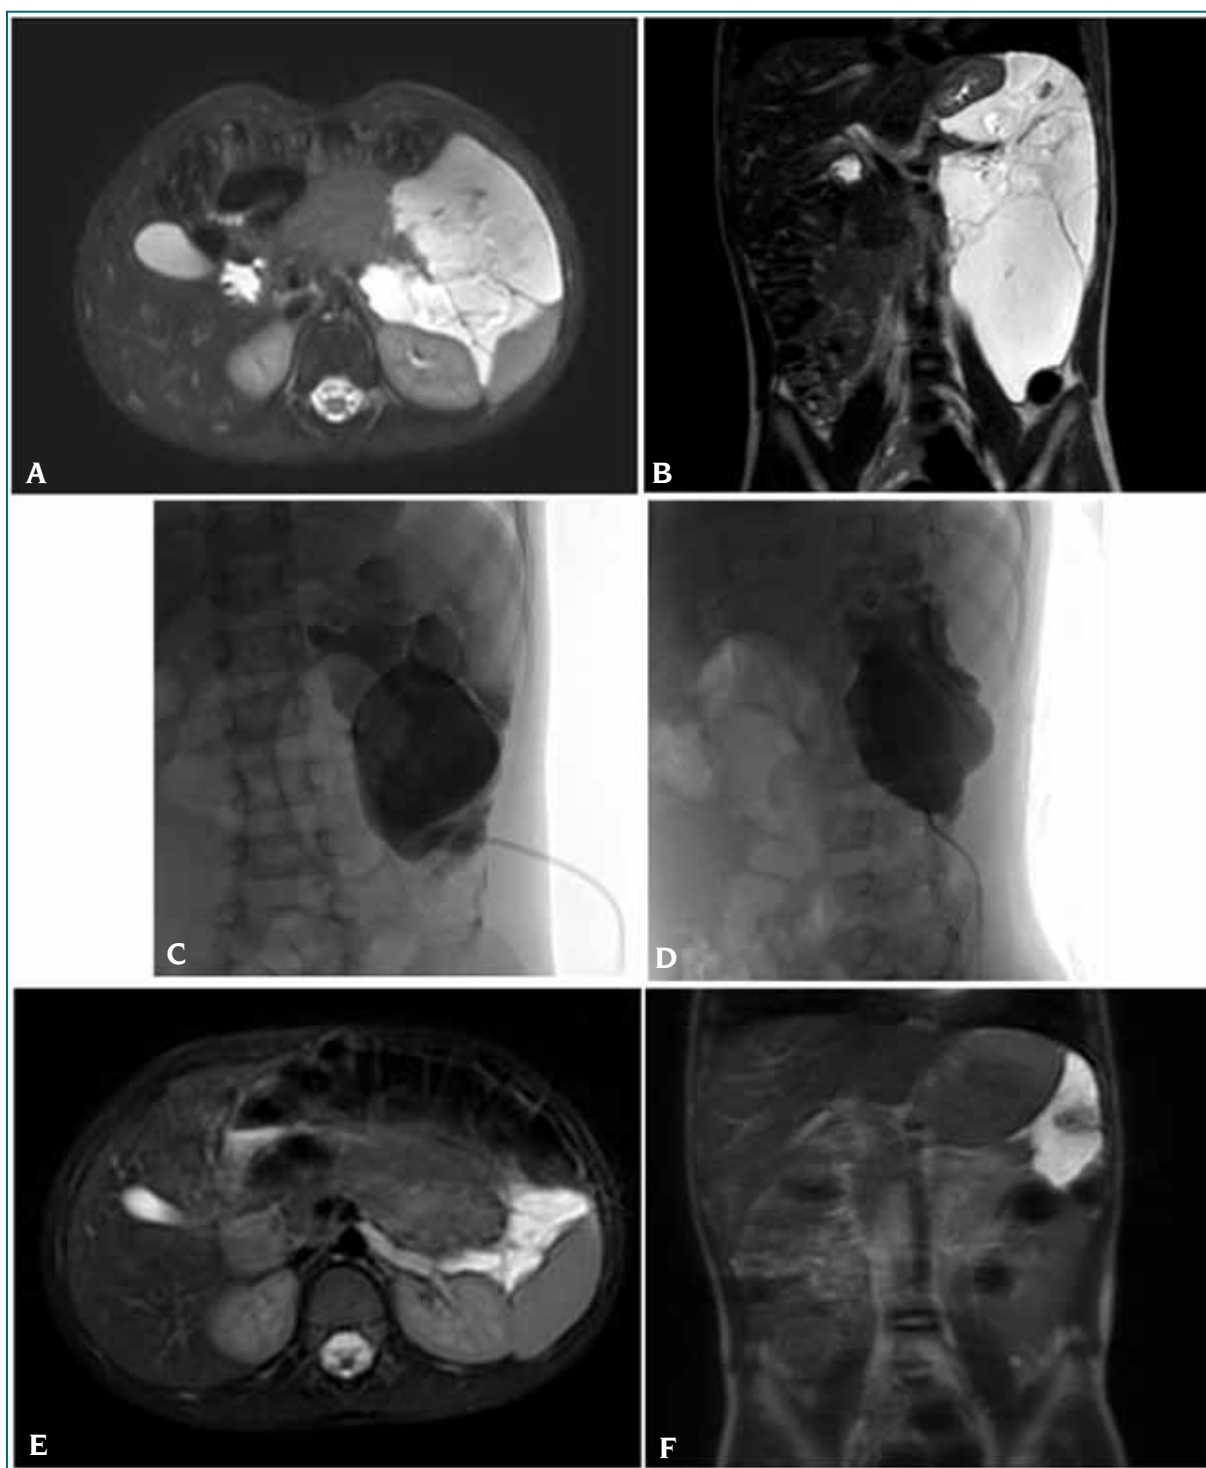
Paciente con malformación linfática abdominal extensa que consulto por un cuadro de dolor abdominal. RM T2, cortes A. axial y B. coronal. Voluminosa lesión líquida multiloculada hiperintensa que compromete el hemiabdomen izquierdo. Presenta finos tabiques en su interior, se encuentra a nivel del retroperitoneo desplazando anteriormente a asas intestinales y posteriormente silueta renal izquierda. C y D. Control radioscópico frente y perfil de la esclerosis con doxiciclina, inyectada luego de la colocación de catéter intralesional. Se observa como la medicación se extiende a los distintos quistes que conforman la malformación. E y F. RM T2, cortes axial y coronal 3 meses post esclerosis. Se observa una marcada reducción de la malformación vascular.
